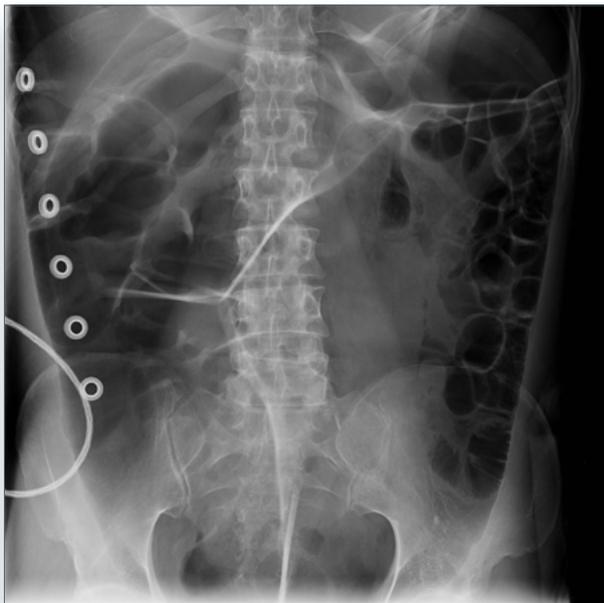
Radiografía de abdomen decúbiteo supino. Se observa importante dilatación del sigma con imagen típica en grano de café, sospechamos vólvulo de sigma.
